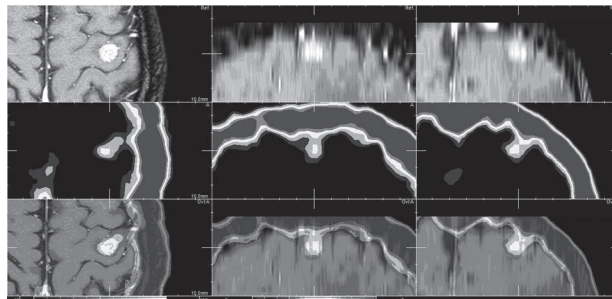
У 3 проекціях прицільно представлені: у верхньому ряду зображення МРТ, у середньому — ОФЕКТ та у нижньому — суміщені. Пацієнт Ц., 56 р., із метастатичним ураженням головного мозку. На суміщених ОФЕКТ/МРТ-зображеннях візуалізовано дрібний метастаз із субкортикальною локалізацією, виявлений на ОФЕКТ після зіставлення даних із МРТ
